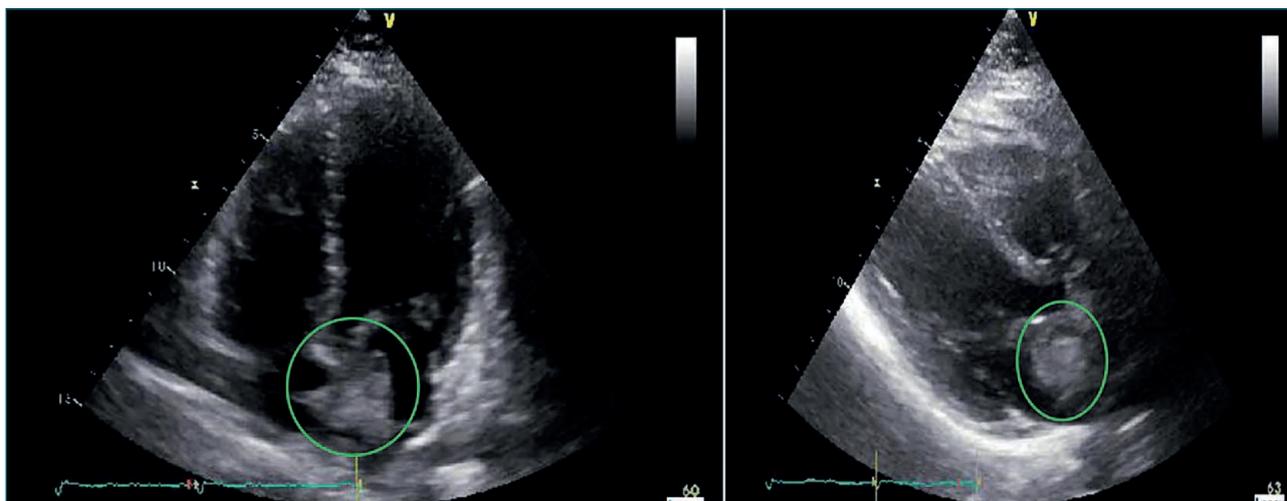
Ecografía transtorácica que revela una masa heterogénea de 37 x 20 mm en el atrio izquierdo, adyacente al septo interatrial.
